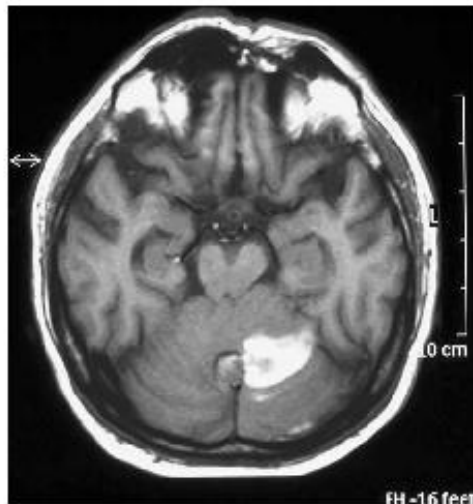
MRI (T1 weighted image).
